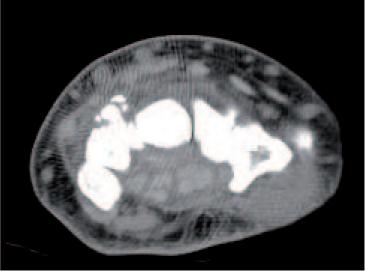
Imagen de TAC en la que se observa fractura conminuta del hueso piramidal con fragmento anterior que se sitúa por delante del hueso semilunar. Línea de fractura en la base de la apófisis palmar del trapecio y del borde medial superior del hueso grande en su articulación con el trapezoide, sin desplazamiento de fragmentos. No se aprecian signos de luxación o subluxación de hueso semilunar ni resto del carpo.
